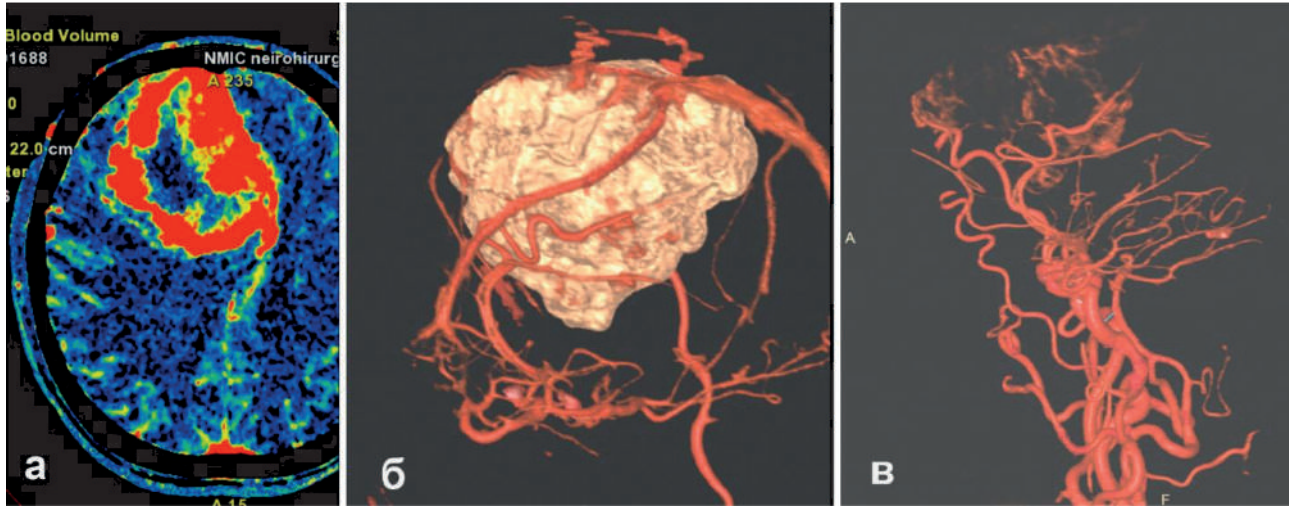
Гигантская менингиома правой лобной доли. На аксиальной карте (А) объема мозгового кровотока (изображение получено на основе КТ-перфузионных данных) определяется больших размеров опухоль с выраженным и гетерогенным характером повышения кровотока, типичного для менингиомы. Б и В- 3Д – реконструкции сосудистых структур (вены и артерии) и объемного образования.
